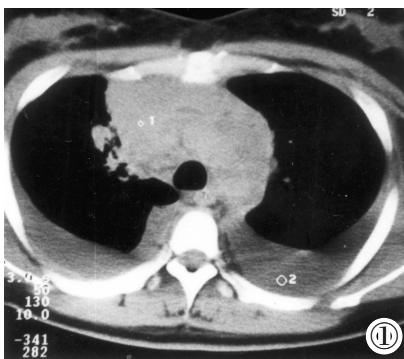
右肺上叶前段紧贴右上纵隔的软组织肿块, 与纵隔分界不清, 密度均匀, CT 值 46.1Hu。纵隔内淋巴结肿大, 两侧胸腔积液。
